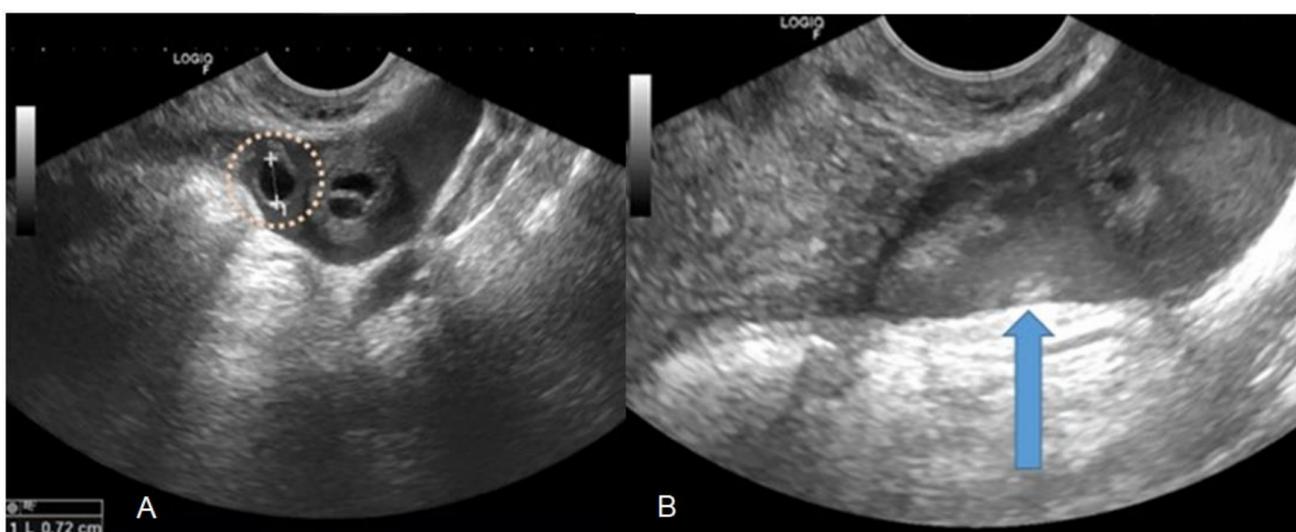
Ecografía con EMBARAZO ECTOPICO
